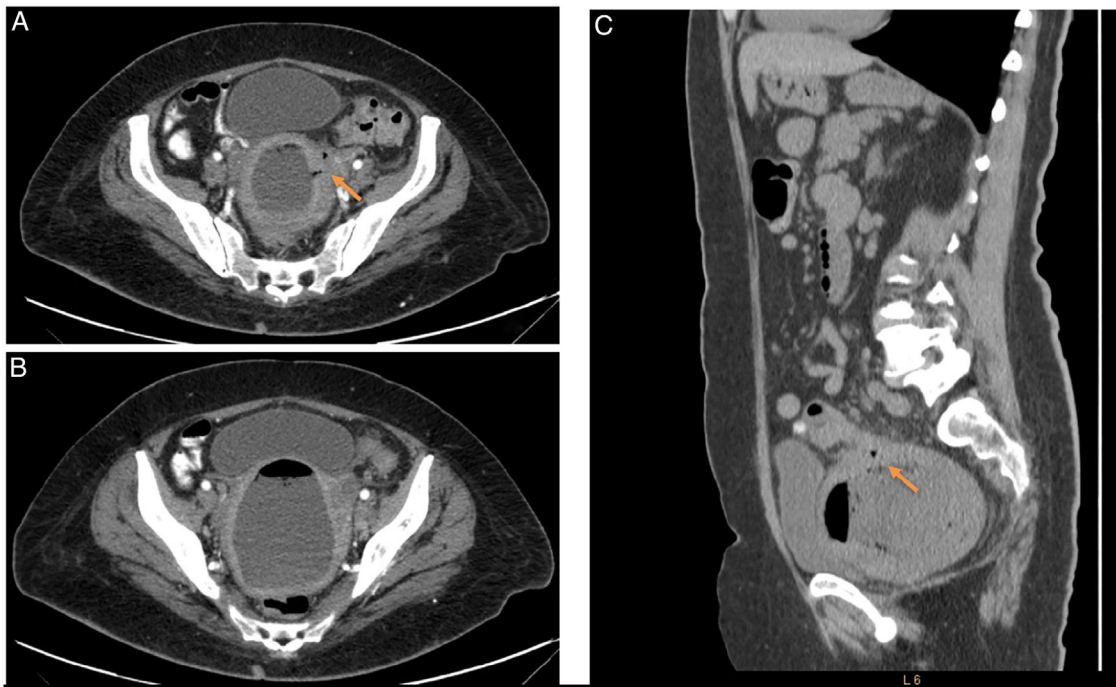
A) Corte axial de la TAC simple con evidencia de plastrón que involucra sigmoides, útero y anexos izquierdos, evidencia de fístula colo-uterina (flecha naranja). B) Corte axial de la TAC simple donde se aprecia útero a repleción secundario a líquido y gas en cavidad endometrial. C) Corte sagital de la TAC con evidencia de fístula colo-uterina (flecha naranja) y útero que desplaza vejiga.
